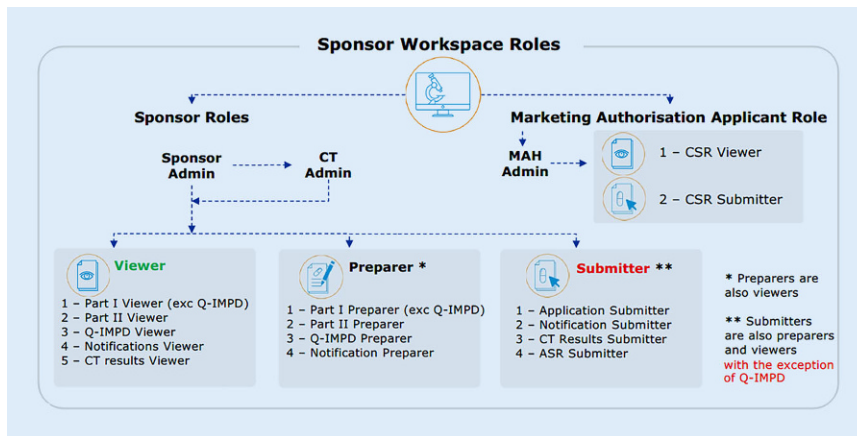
▲ Übersicht über Benutzerrollen in CTIS. ASR Annual Safety Report (jährlicher Sicherheitsbericht), CSR Clinical Study Report (Bericht zur klinischen Studie), CT Clinical Trial (klinische Studie), CTIS Clinical Trial Information System, exc Excluding, MAH Marketing Authorization Holder (Inhaber der Marktzulassung), Q-IMPDP Qualitätsteil des Investigational-Medicinal-Product-(Prüfpräparate-)Dossiers. Quelle: EMA, CTIS Sponsor Master Training, Section I Tag 2, 17.06.2022: CTTM02 Sponsor user management, Folie 17, modifiziert von D. Chase
